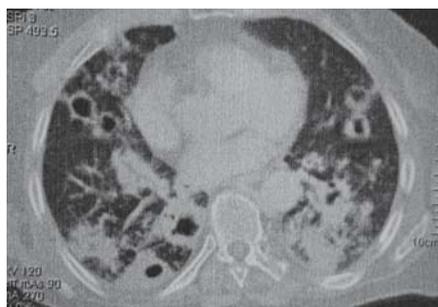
HRCT. Estese aree di consolidazione disomogenea e grossolane cavitazioni con focolai broncoaspirativi omo e controlaterali
